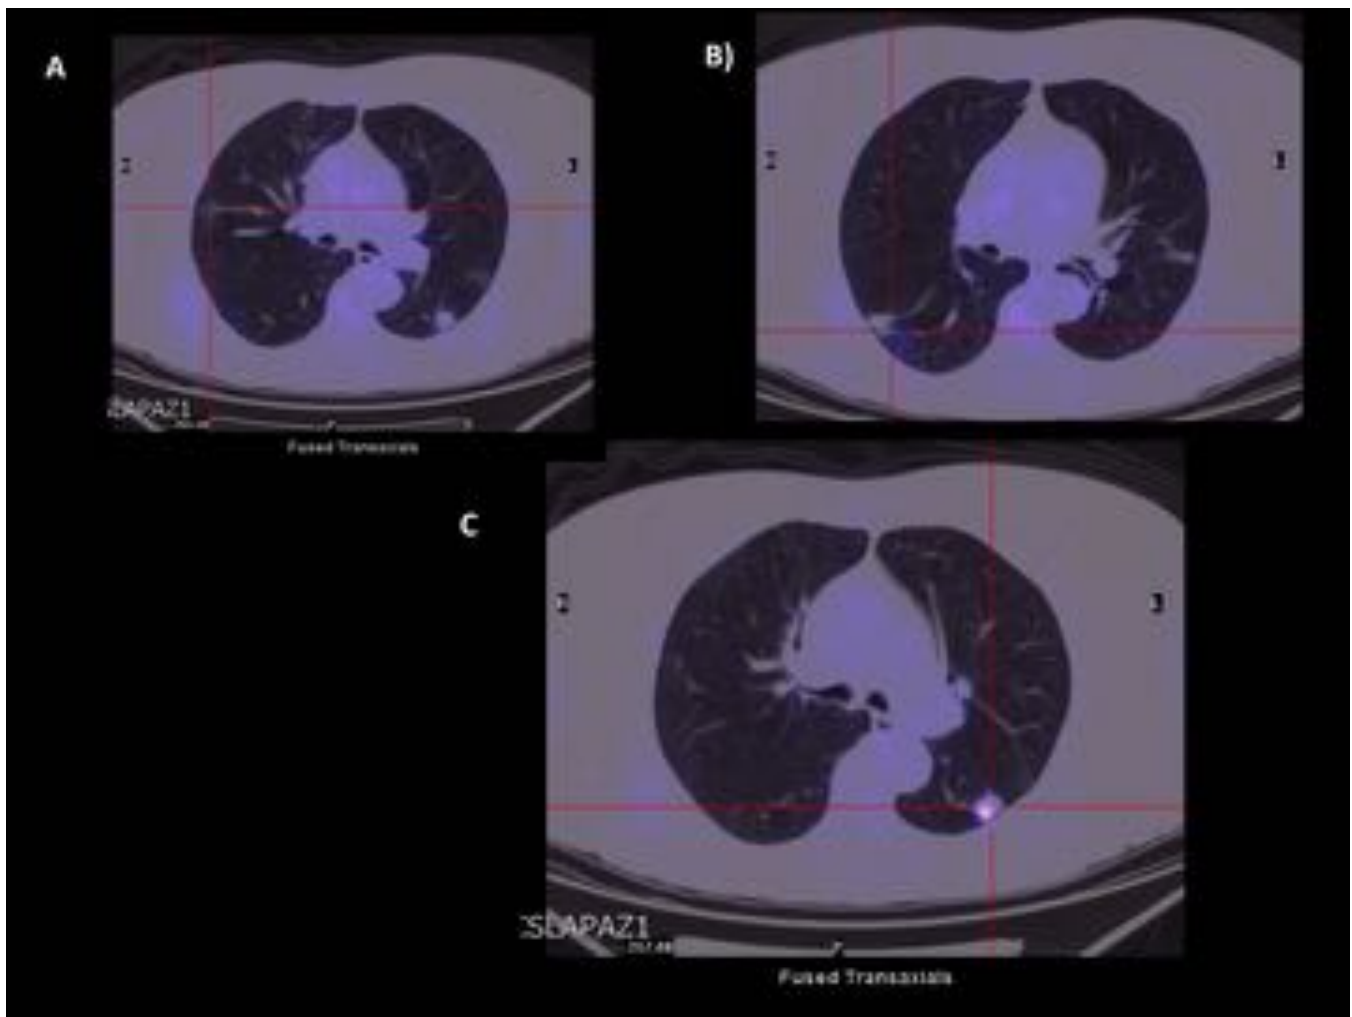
Mismo paciente que en figura anterior con múltiples nódulos subsólidos. Se realizó PET-TC y sólo la lesión del LSI (imagen C) mostró captación del FDG.
